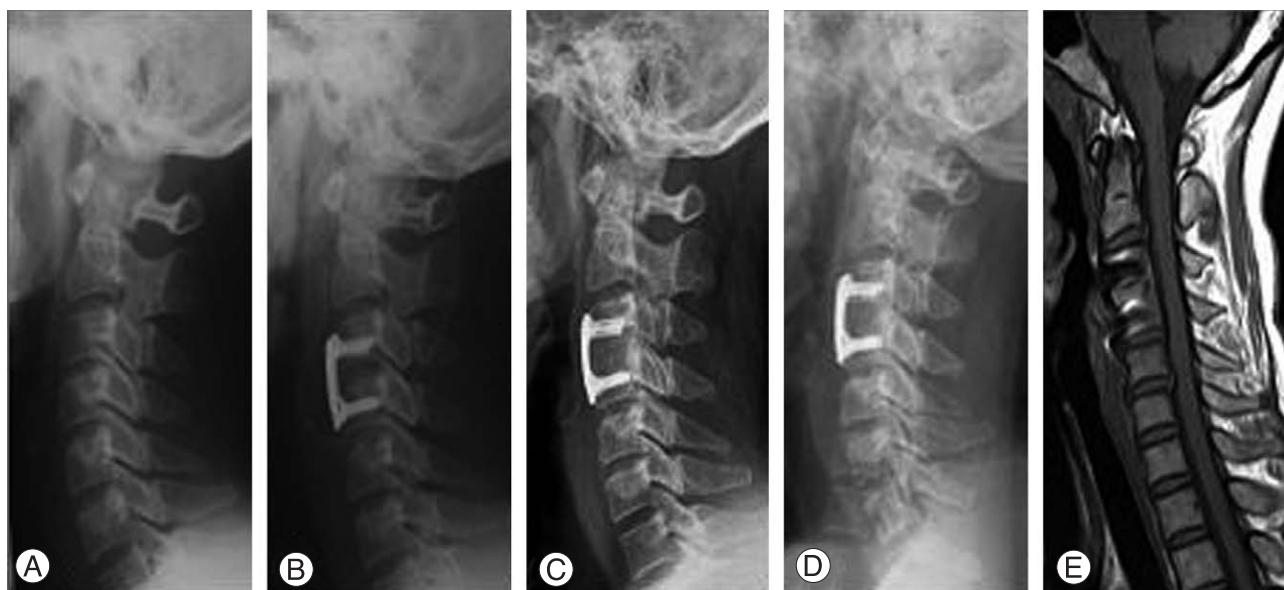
36-years-old female with cervical disc herniation on C3-4. (A) Preoperative lateral roentgenogram. (B) Lateral radiograph, immediately after surgery, shows anterior cervical fusion with autogenous iliac bone and cervical locking plate. (C) Lateral radiograph, 6 years after surgery, shows the solid union of grafted bone. (D) Lateral roentgenogram of flexion/extension view that shows no motion at fused level. (E) Sagittal MRI, 6 years after surgery, shows the solid union at fused level.
